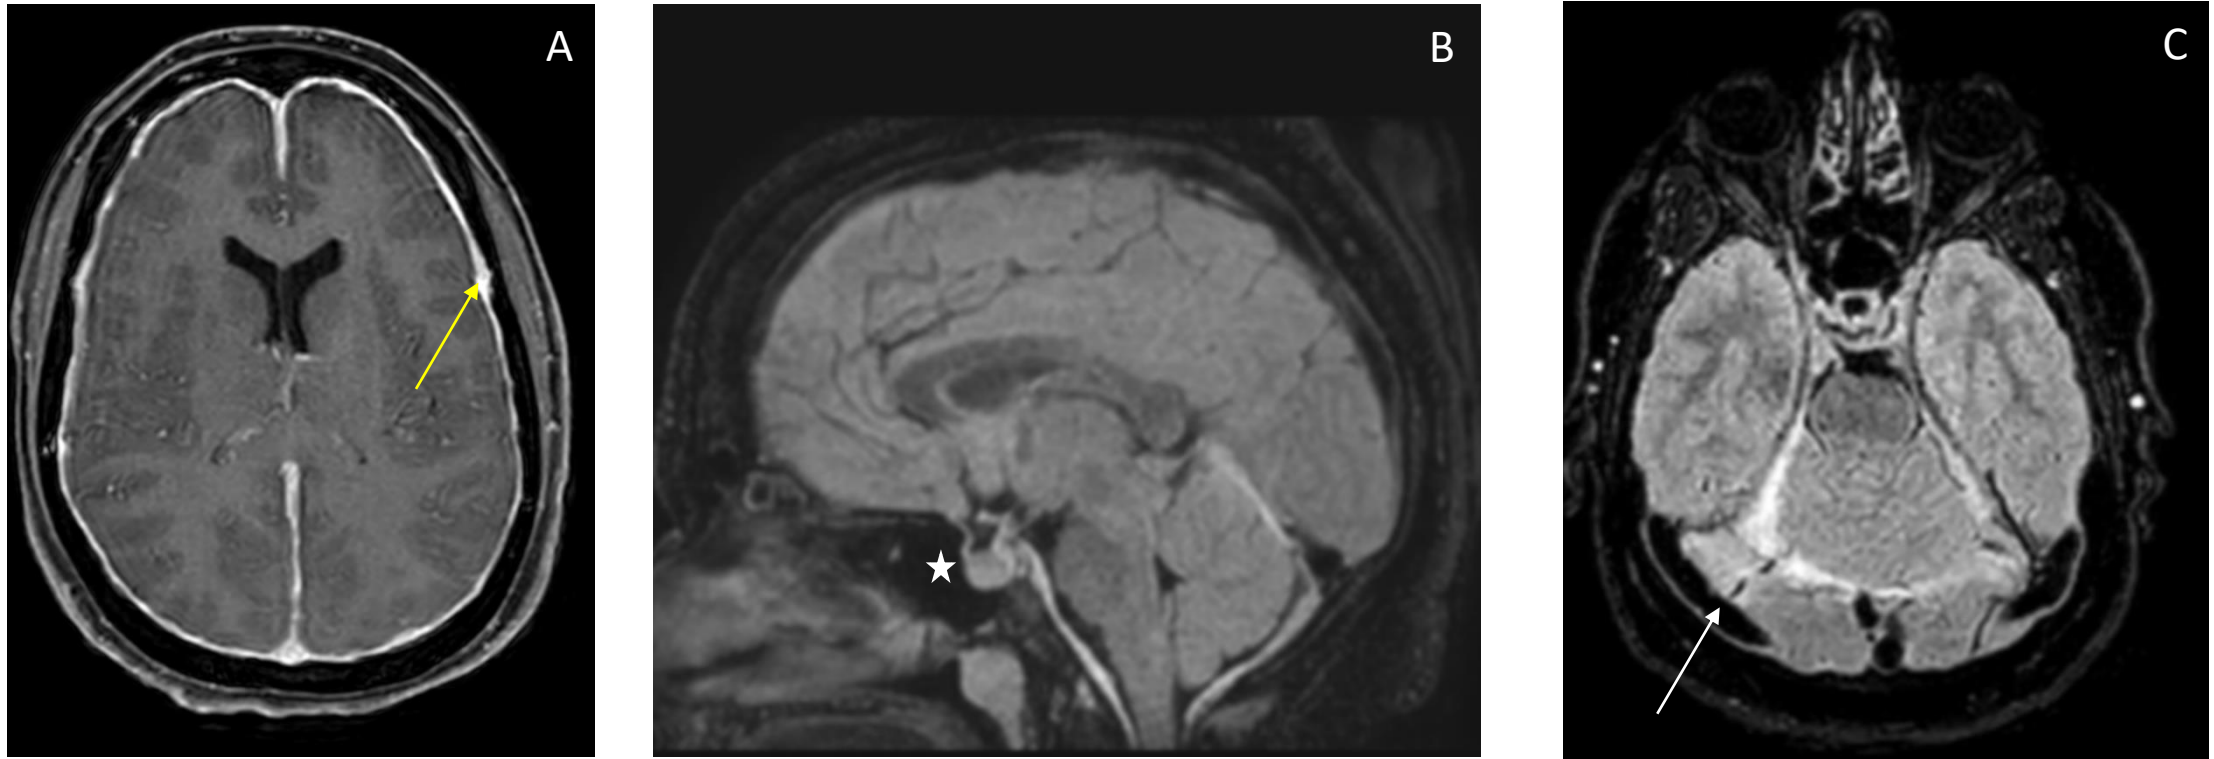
RM cráneo. Paciente mujer de 46 años con cefalea ortostática y mareos. Engrosamiento paquimeningeo y realce tras CIV (flecha amarilla en A). En secuencia FLAIR se evidencia aumento de tamaño hipofisario (asterisco blanco en B, sagital) e ingurgitación venosa (flecha blanca en C, axial). Hallazgos compatibles con hipotensión intracraneal.
